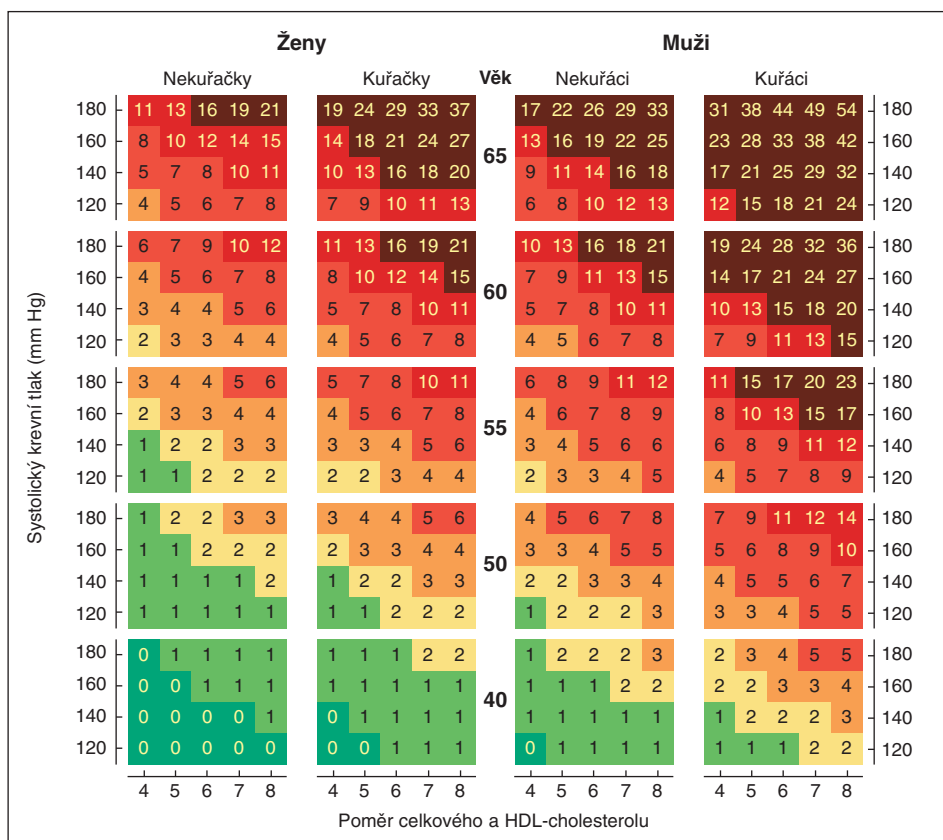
10leté riziko fatálního kardiovaskulárního onemocnění v ČR podle pohlaví, věku, systolického TK, celkového cholesterolu a kuřáckých návyků
